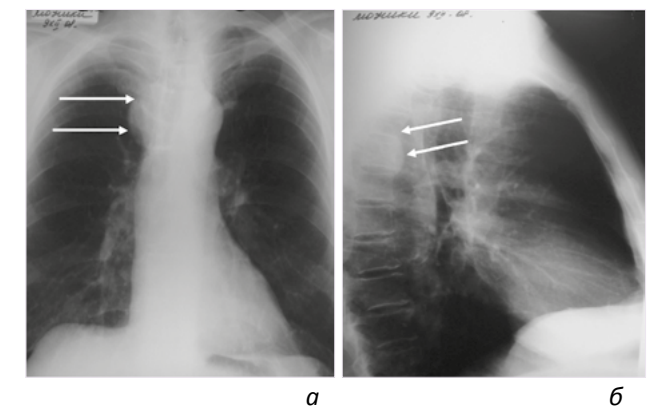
Рентгенограммы грудной клетки больного Р.: а – прямая; б – боковая. В задневерхнем средостении справа, паравертебрально определяется тень дополнительного образования с четким выпуклым контуром (стрелки)
